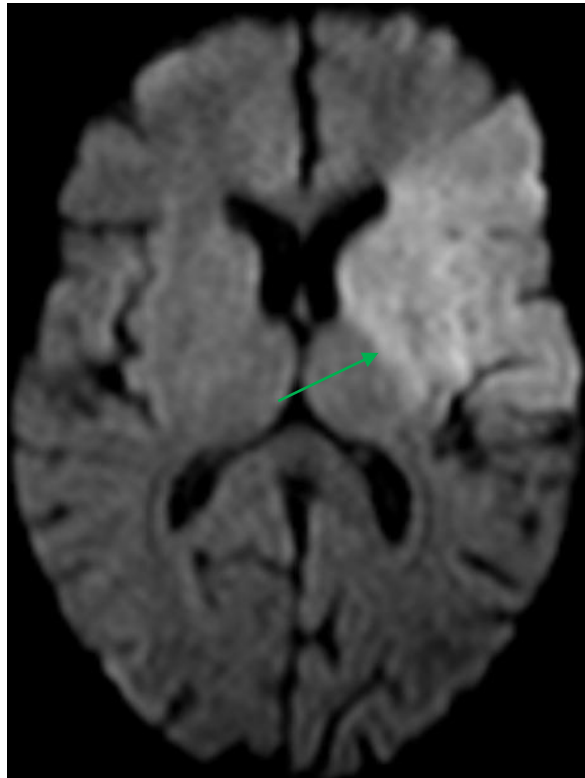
Hiperseñal en secuencias de difusión del territorio irrigado por la arteria cerebral media izquierda, en relación con ictus isquémico (señalado por la flecha verde en la imagen de RM). Créditos al Complejo Hospitalario Universitario de Santiago de Compostela (CHUS).
